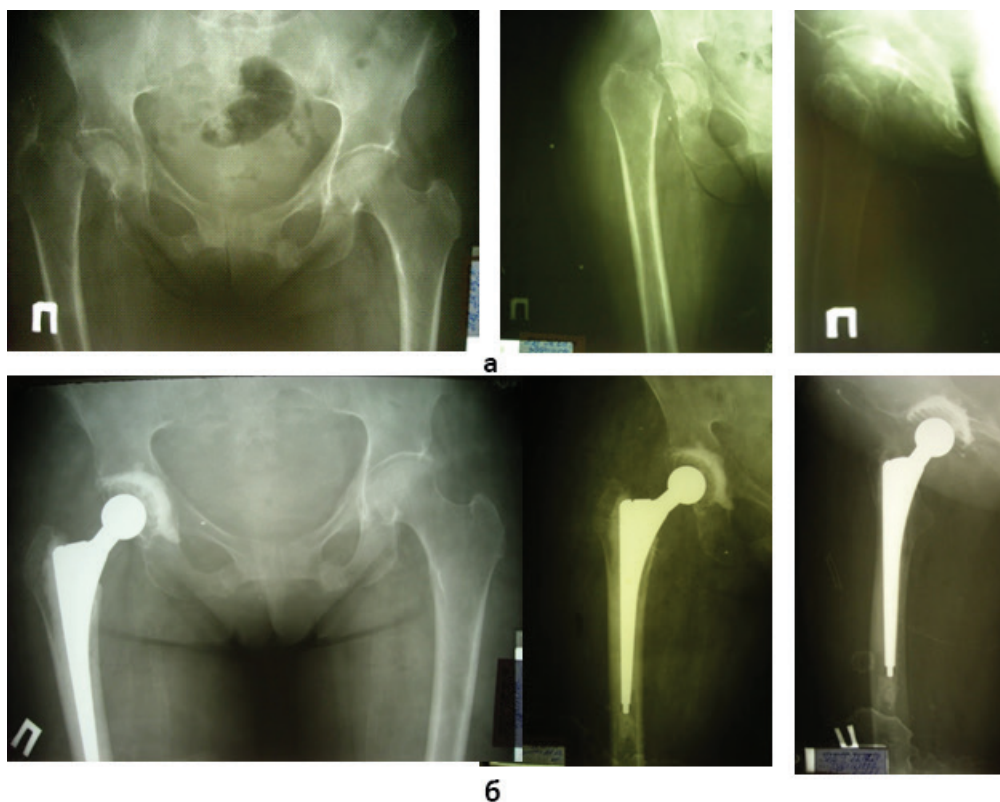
Рентгенограми хворої Т. з ідіопатичним двобічним коксартрозом та вторинним остеопорозом: а – оглядова тазу до операцій тотального ендопротезування; б – оглядова тазу після двобічного ендопротезування кульшового суглоба; в – пряма та бічна проекція кульшових суглобів після двобічного ендопротезування
